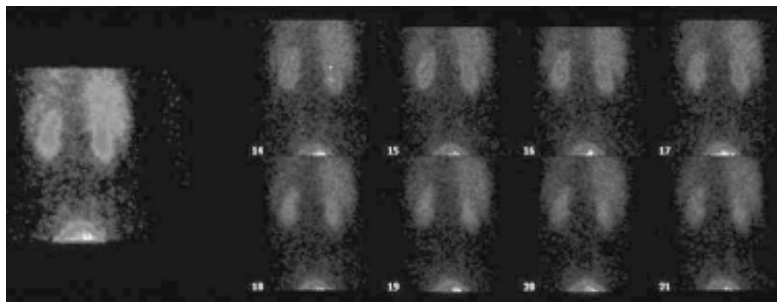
Динамическая сцинтиграфия почек.
